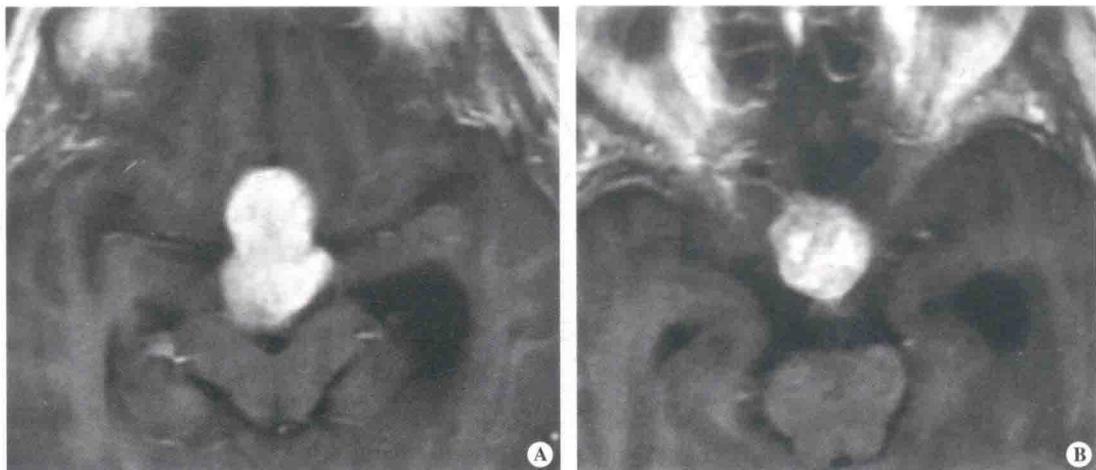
术前MRI轴位T<sub>1</sub>加权像增强扫描显示,肿瘤边界清晰,显著均匀强化
